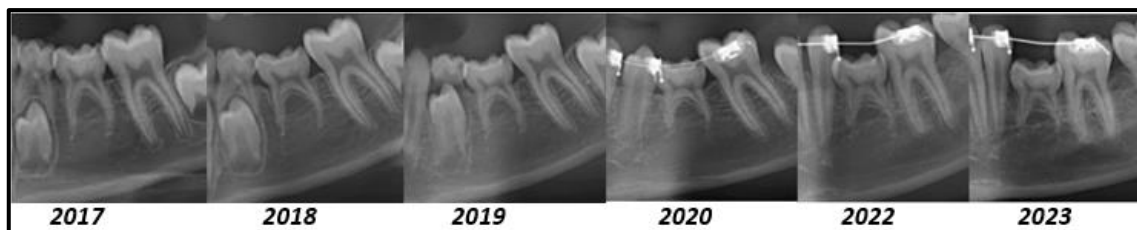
Images issues d'orthopantomogrammes montrant l'aggravation de l'infraclusion de 75, initialement légère, survenue avant le pic de croissance pubertaire. Le traitement orthodontique a pris en charge les dents adjacentes et la 75 est conservée, malgré son niveau d'infraclusion sévère, dans le but de maintenir le niveau osseux en attendant un remplacement implantaire (Courtoise Dr FOUMOU)
